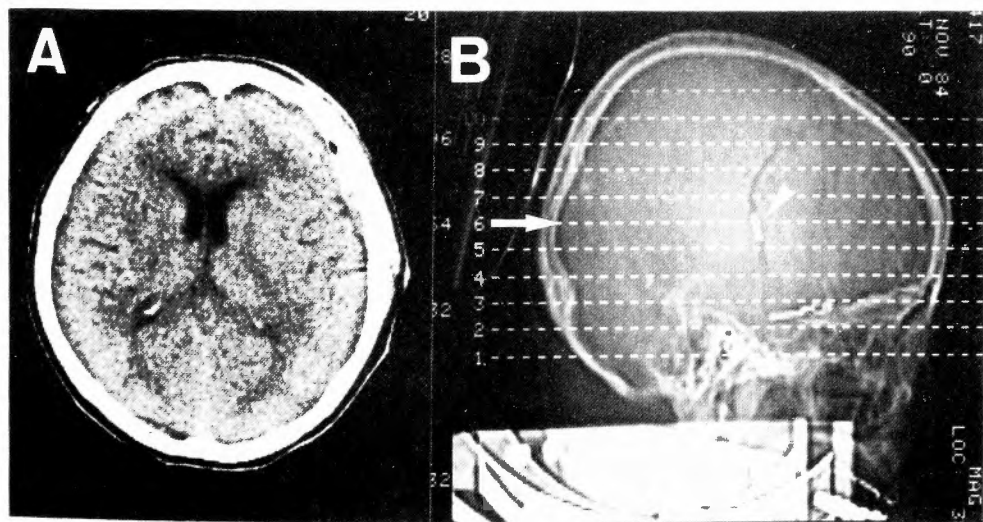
Postoperative CT (A), showing no artifacts due to APACERAM® wedge. In scout-view (B), the position of the slice of A (slice #6), which passes through the wedge (arrowhead), is indicated by an arrow.
